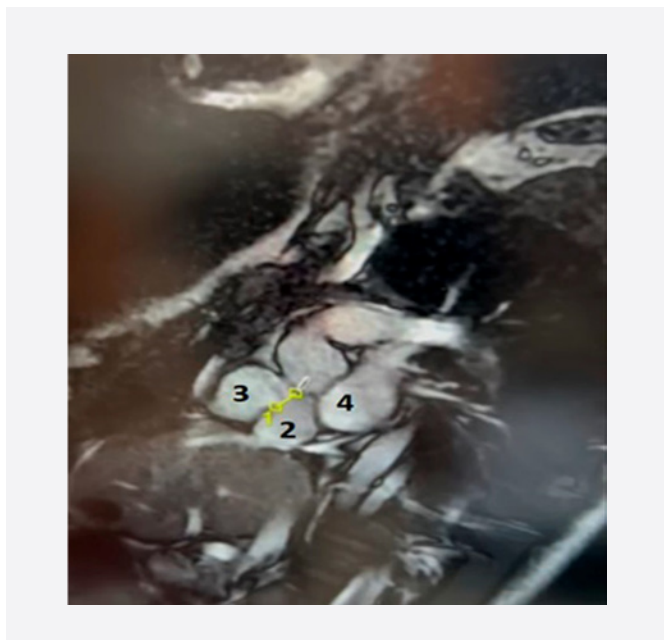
МРТ. Cor Fiesta. Коронарная позиция. 1 – мембрана между проксимальной и дистальной камерами правого предсердия с наличием дефекта до 11 мм, 2 – проксимальная камера правого предсердия, 3 – дистальная камера правого предсердия, 4 – левое предсердие
